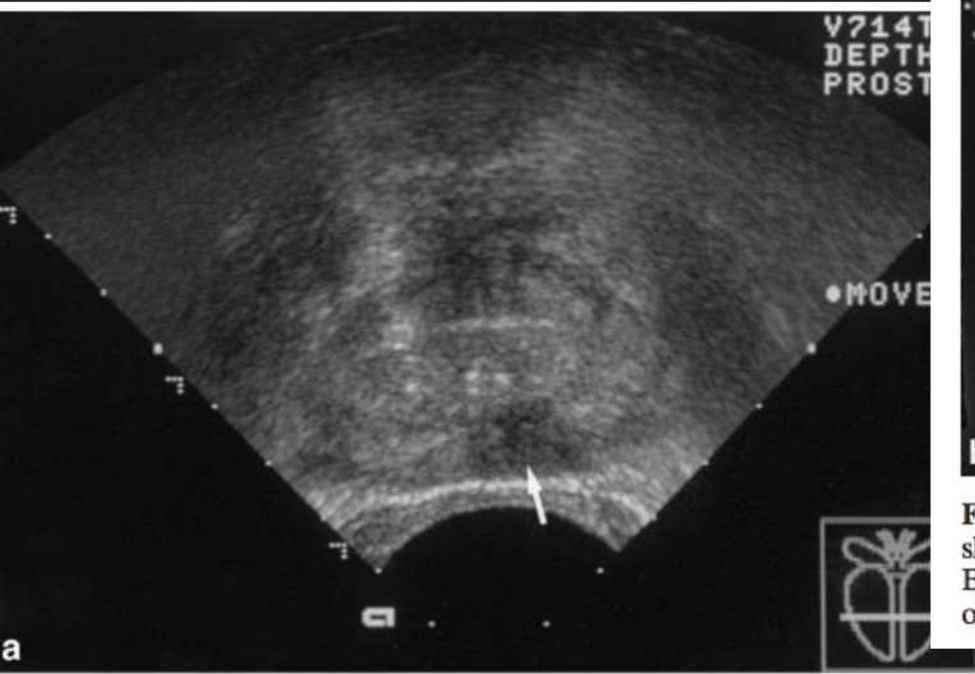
a. Transverse axial sonogram of the prostate of a 55-year-old man showing a hypoechoic peripheral zone lesion to the left of midline (arrow). Biopsy revealed a Gleason score 8 carcinoma. b. Longitudinal sonogram of the same patient, again showing the hypoechoic lesion (arrow).
